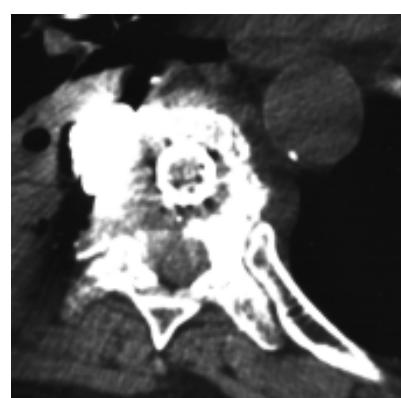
Компьютерная томография после операции. ТСК расположена в центре тела позвонка. Виден объем удаленной кости. Пластина фиксирована сбоку
